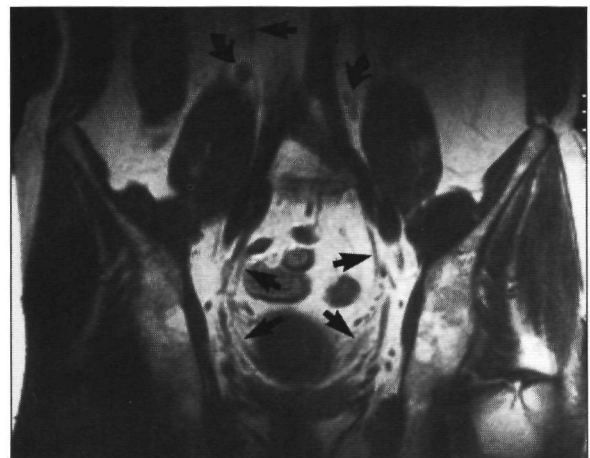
Op de coronale T₁-gewogen MRI-opname (1,5 T, dubbele oppervlaktespoel; SE/650/30/2) zijn de ureteren als dunne zwarte lijnen te vervolgen tot aan de blaas (pijlen). Tevens zijn er para-cavaal en para-aortaal net niet vergrote lymfklieren zichtbaar (gebogen pijlen).
